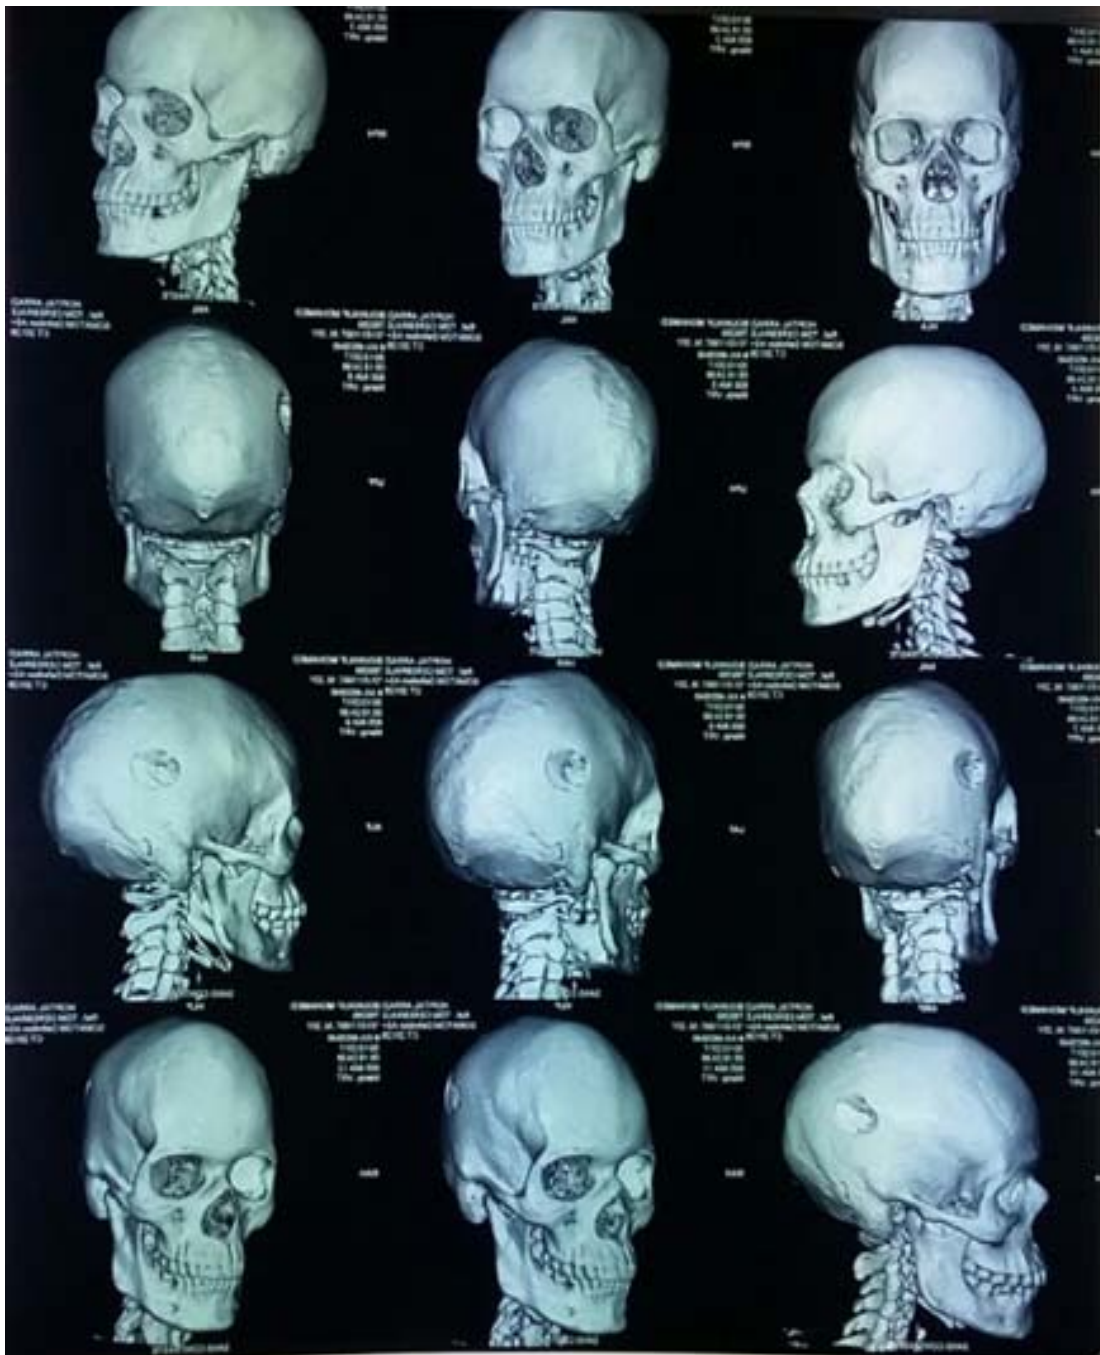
TDM crano-cérébrale fenêtre osseuse en reconstruction 3D montrant une fracture embarrure avec enfoncement de l'os temporal.
